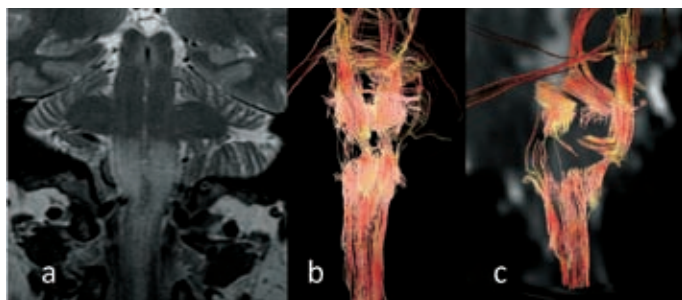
Glioma anaplásico de la región bulbar y medular superior. A: RM coronal con potenciación T2. B y C: imágenes de tractografía. En este caso la tractografía se caracteriza por un aspecto altamente agresivo, con interrupción de numerosos haces de sustancia blanca, tanto en la visión anterior (B) como lateral oblicua (C).
